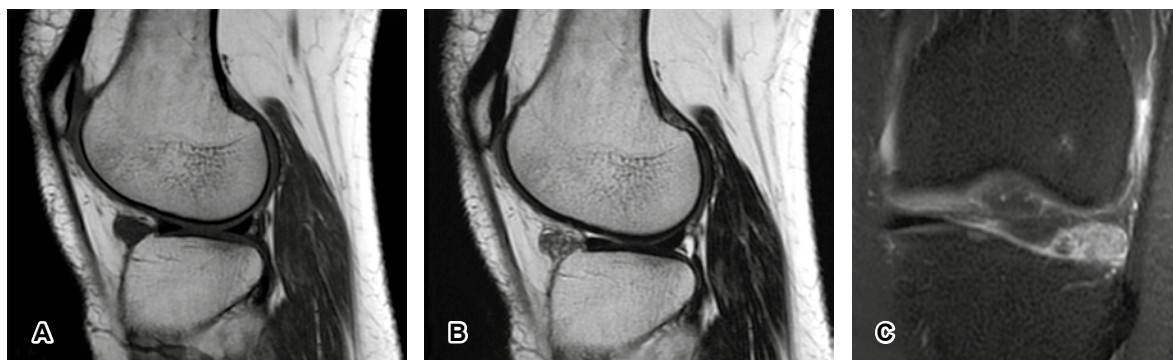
Resonancia magnética de rodilla izquierda. A) Sagital T1. B) Sagital T2. C) Coronal en DP FS. Imagen nodular intraarticular anterior al cuerno anterior del menisco lateral, de comportamiento isointenso en T1, heterogéneo con señal intermedia-alta en T2 e hiperintenso en DPFS, con ausencia de efecto de masa.
